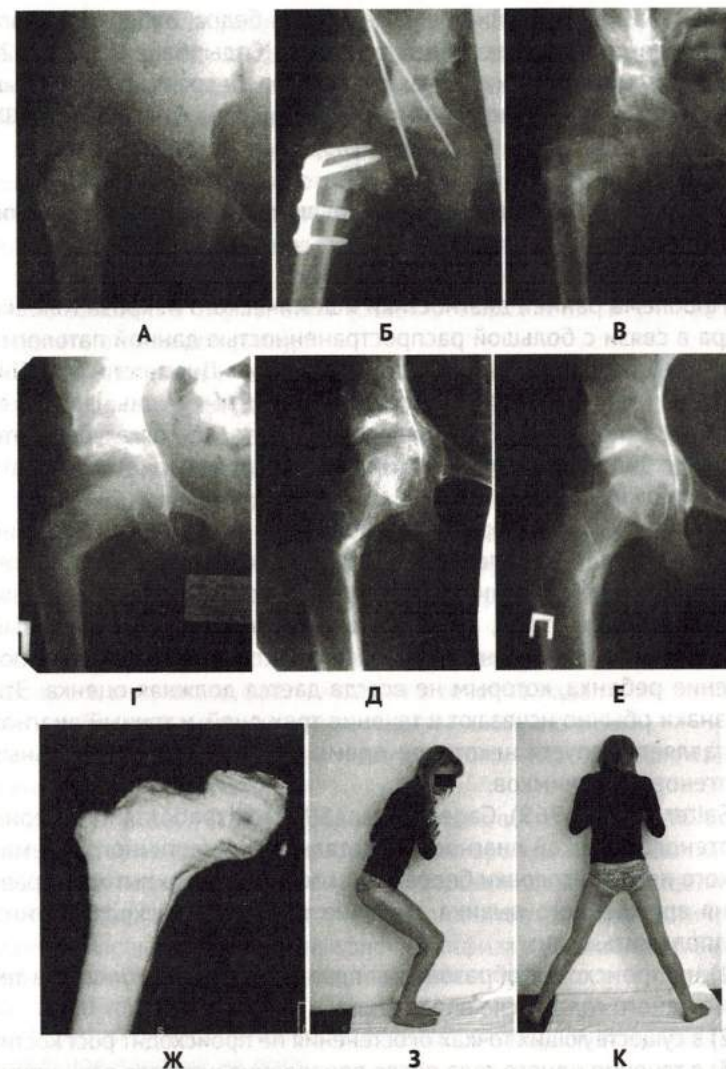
Рентгенограммы правого тазобедренного сустава пациентки А. в возрасте: А – два года, Б – три года, В – 4 года, Г – 9 лет, Д – 15 лет и Е – 19 лет. На рисунке Ж представлена 3D реконструкция проксимального отдела бедренной кости, а на рисунках З и К – функциональные возможности пациентки в возрасте 19 лет.
